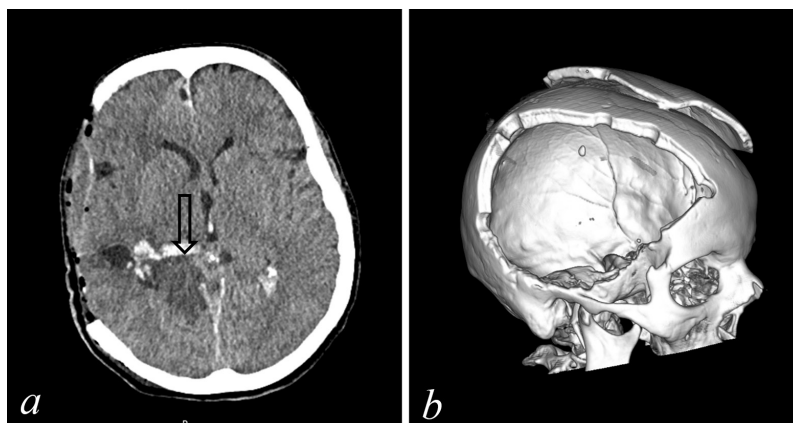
Рентгеновские компьютерные томограммы на 1-е сутки после операции:
